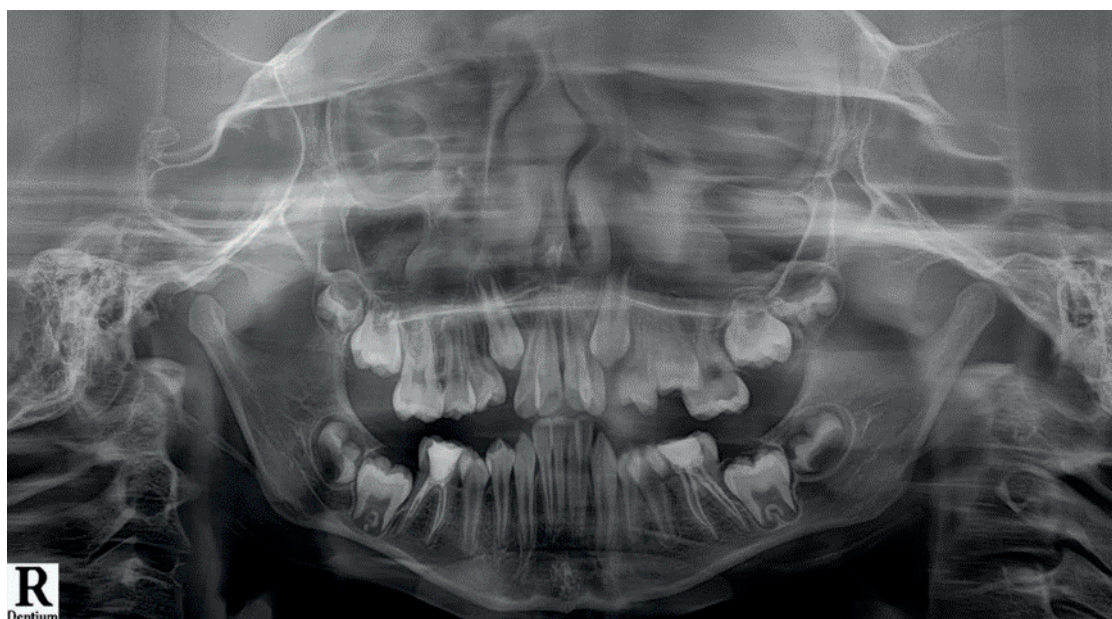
Панорамная рентгенограмма ЗЧС во фронтальной проекции.
